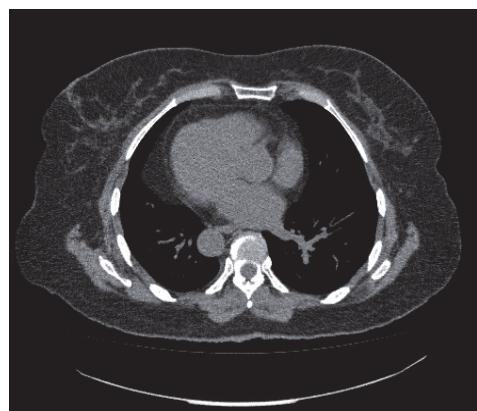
Компьютерная томограмма грудной клетки, аксиальный срез. КТ признаки транспозиции органов грудной клетки
